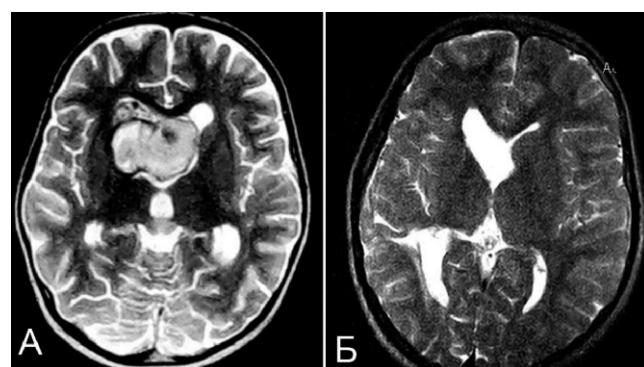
К образцу 62. МРТ до и после удаления каверномы и гематомы мозолистого тела. Описание в тексте.
